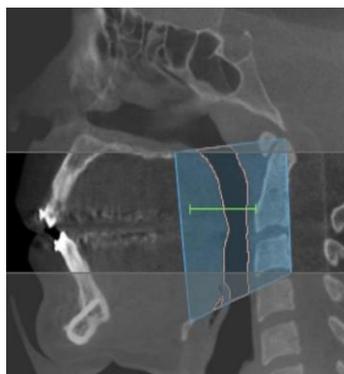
TC mostrando aumento na área sagital e volume do espaço aéreo, com ganhos intermediários no pós-operatório.
